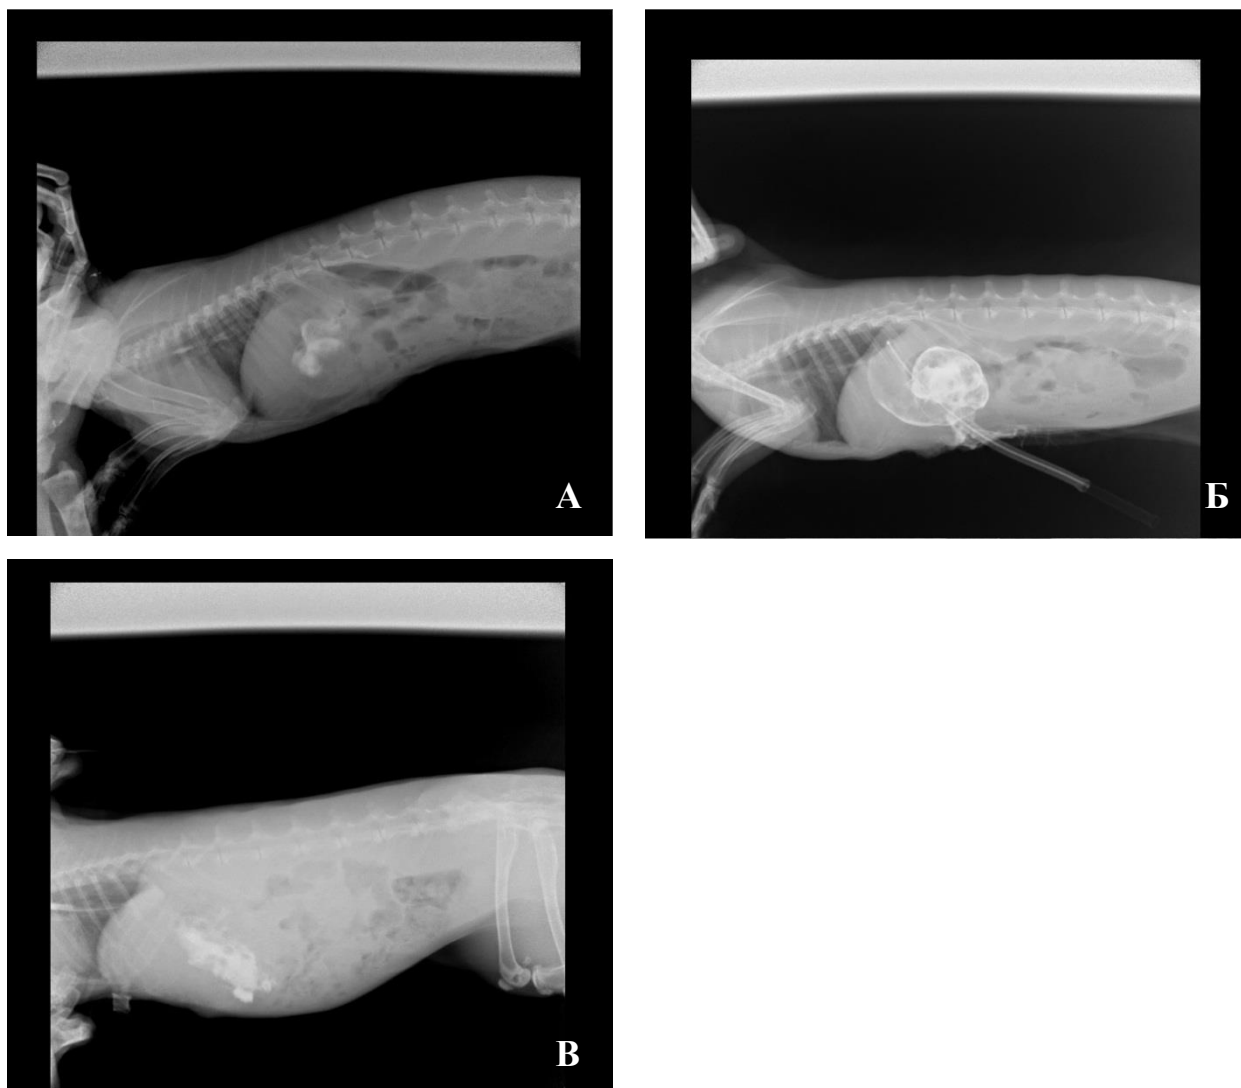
Данные рентгенографического обследования 10 суток спустя операции
